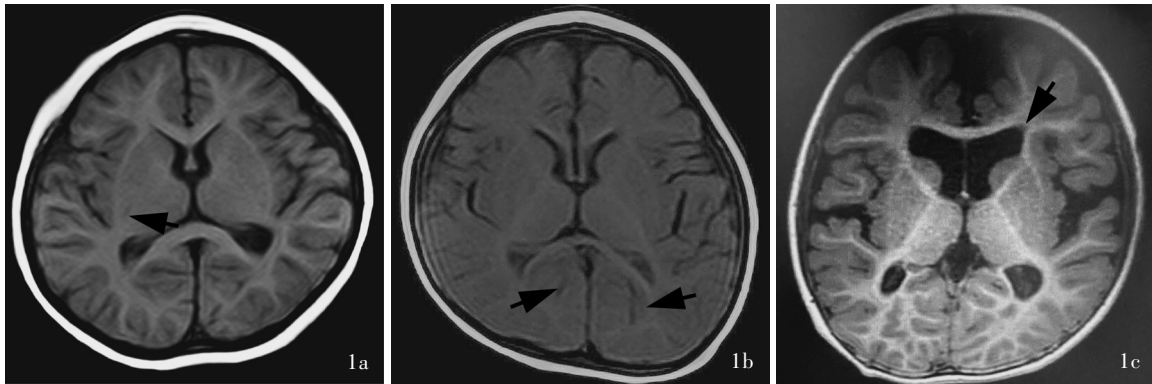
头部MRI检查所见 1a 例2患儿横断面T₁WI显示,右侧基底节区及左侧侧脑室后角旁细条状低信号影(箭头所示) 1b 例3患儿横断面T₁WI显示,双侧侧脑室旁片状低信号影(箭头所示),额叶偏小,脑沟增深,胼胝体压部变细 1c 例4患儿横断面T₁WI显示脑沟增深,脑室稍扩张(箭头所示)
